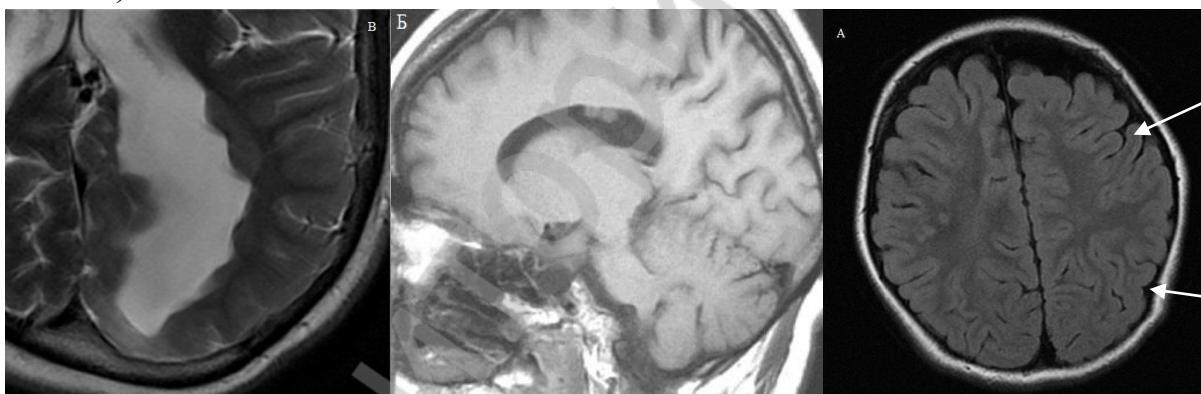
(А, Б, В) – МР-томограммы пациентов с гетеротопией
